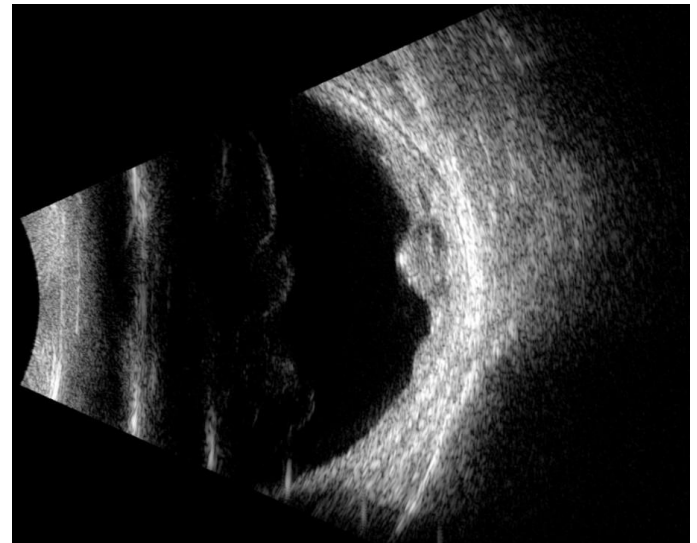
Ecografía modo B. Se observan calcificaciones en la cúpula de la lesión (puntos hiperecogénicos).
